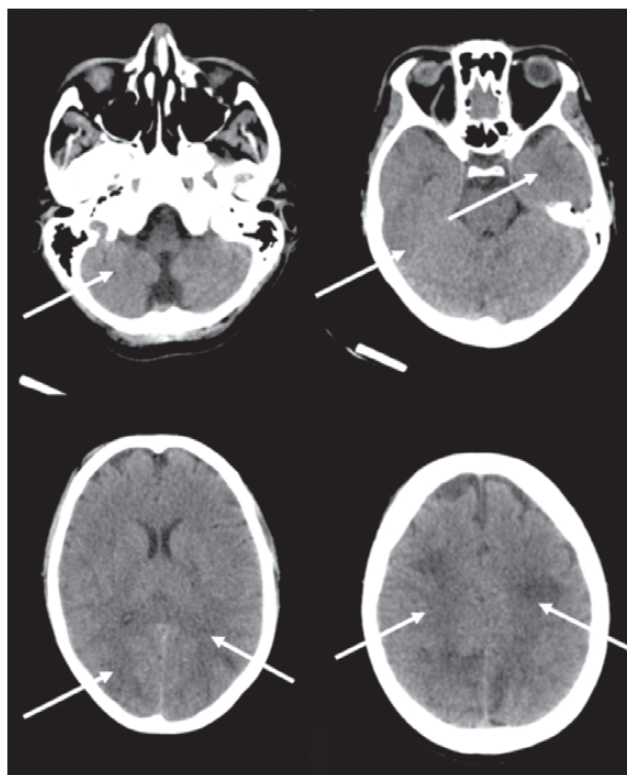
Компьютерная томография в диагностике PRES [6]. Компьютерная томография головного мозга у пациента с аномалиями в затылочной, теменной, лобной и височной области, предполагающими синдром задней обратимой энцефалопатии. Несколько областей с низкой плотностью видны в затылочной, теменной, лобной и височной долях (белые стрелки).
